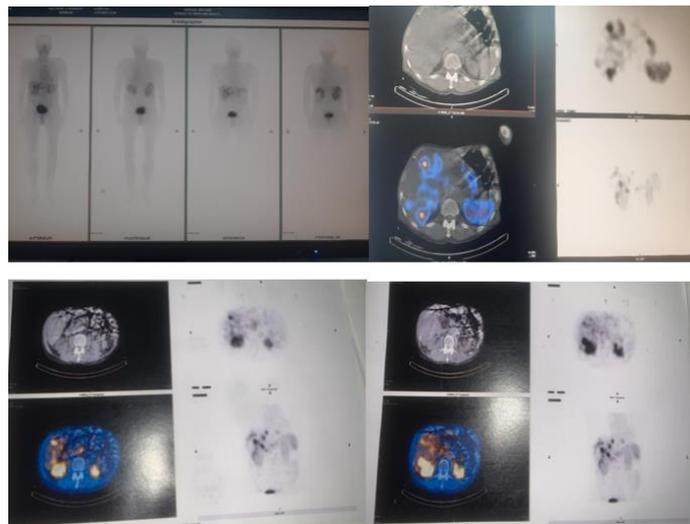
Imagerie TEMP-TDM au ^{99m}Tc-Tekrotyd (Service Médecine Nucléaire Hôpital Ibn Sinna 2022)
